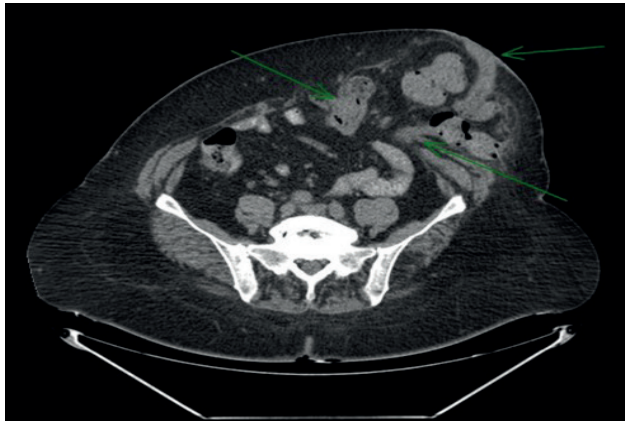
Corte axial de tomografía computada de abdomen donde se evidencia una eventraci3n paracolost3mica.
